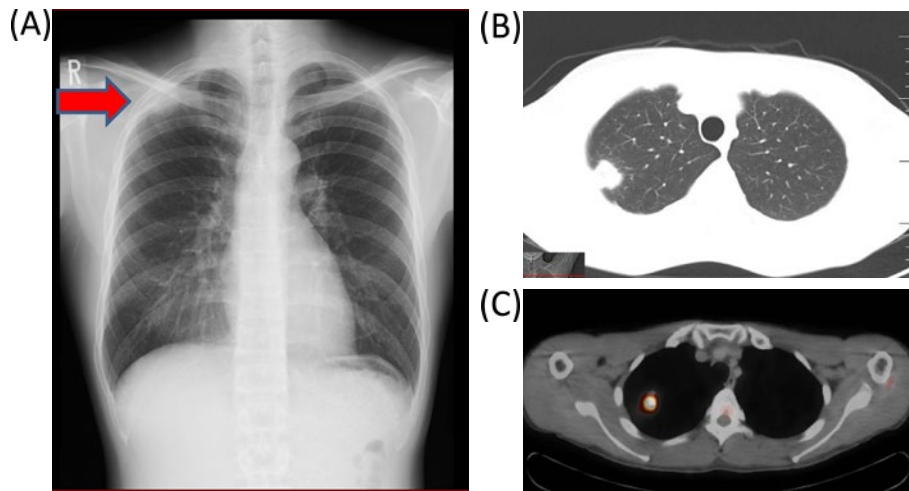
(A) 来院時胸部X線写真。右肺尖部に結節影(矢印)が認められた。(B) 来院時胸部単純CT。右肺尖部に胸膜に接する最大径約25mm大の結節影がみられた。(C) 右肺尖部に最大径が32mmのダンベル型の腫瘤があり、強いFDG集積(SUVmax=6.1)を伴っていた。
